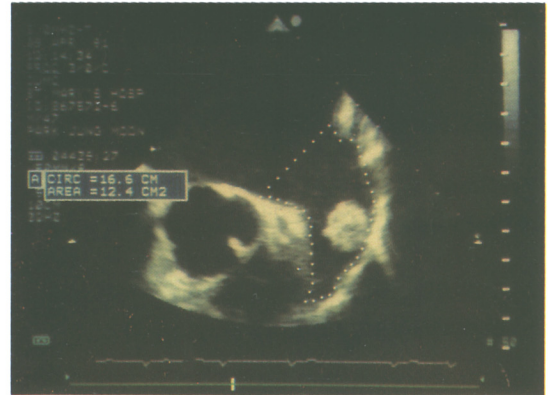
Transesophageal basal short axis view of the left atrium shows the mural thrombus in the cavity of appendage.
